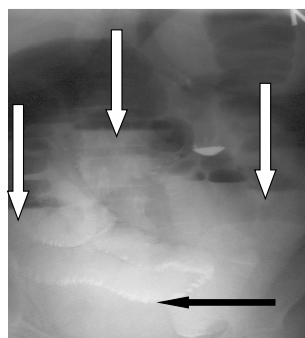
Обзорная рентгенограмма брюшной полости при декомпенсированной форме нарушений толстокишечной проходимости. Белые стрелки указывают на горизонтальные уровни жидкости в восходящей и поперечной ободочной кишках и над опухолью, черная — на импрегнированную бариевой взвесью перерастянутую тонкую кишку («рыбий скелет» — симптом Кейси)
